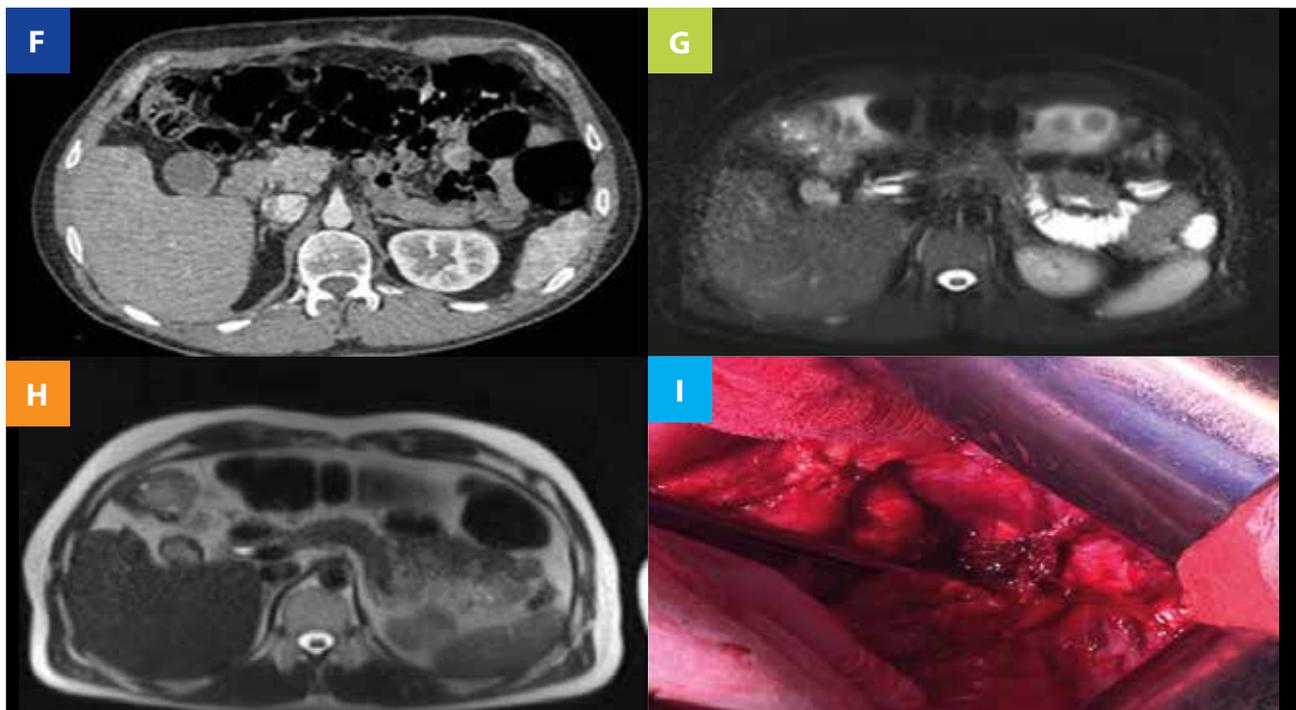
F: Tomografía, G y H: Resonancia magnética. I: granuloma en borde de remanente hepático.
